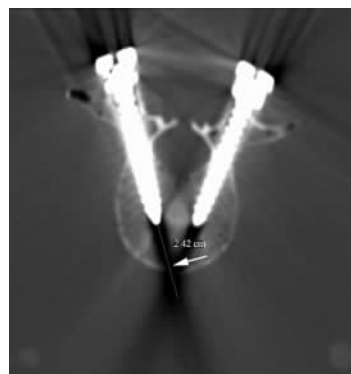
利用多层螺旋CT工作站自带软件测量螺钉前方的放射状伪影长度
